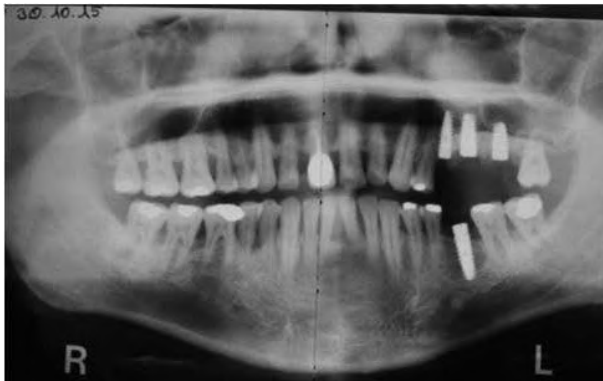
Röntgenkontrolle.
